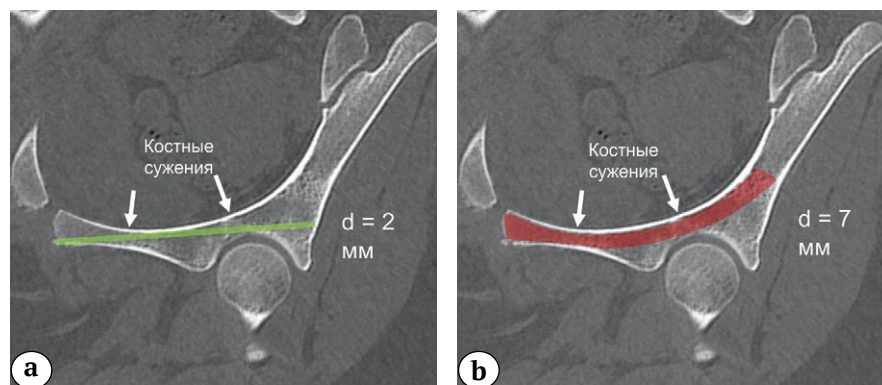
КТ таза, аксиальный срез на уровне вертлужной впадины: а — костный коридор для прямого фиксатора с диаметром 2 мм; б — костный коридор для изогнутого фиксатора с диаметром 7 мм
